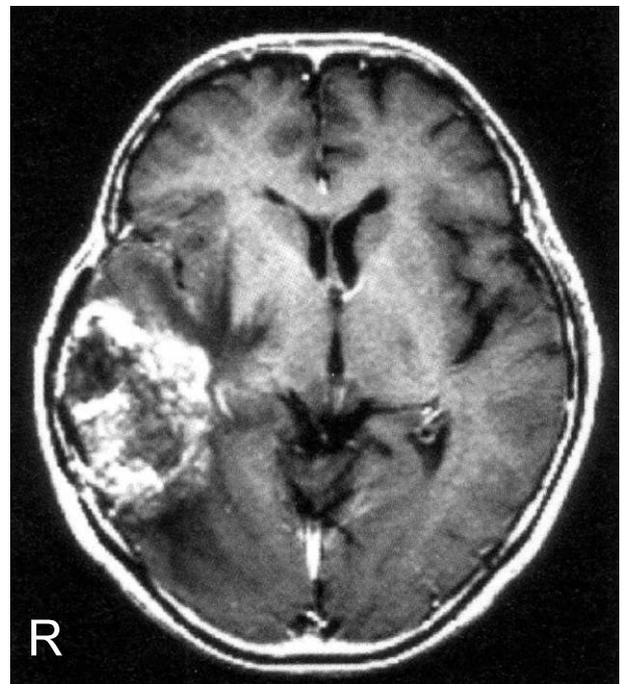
大脳性色覚異常を発症した右側頭葉神経腫瘍(54 歳女性)の頭部 MRI 軸性断(Gd 造影 T1 強調画像)。左後頭葉底部の内側後頭側頭葉(紡錘回)にガドリニウム(Gd)によって造影される病巣を認める。色覚異常を自覚する前の定期的な眼科および脳外科の検査から、患者の色覚障害は後天性に発症し、MRI 画像から、新たに生じた左後頭葉紡錘回の病変が原因であると考えられた。
